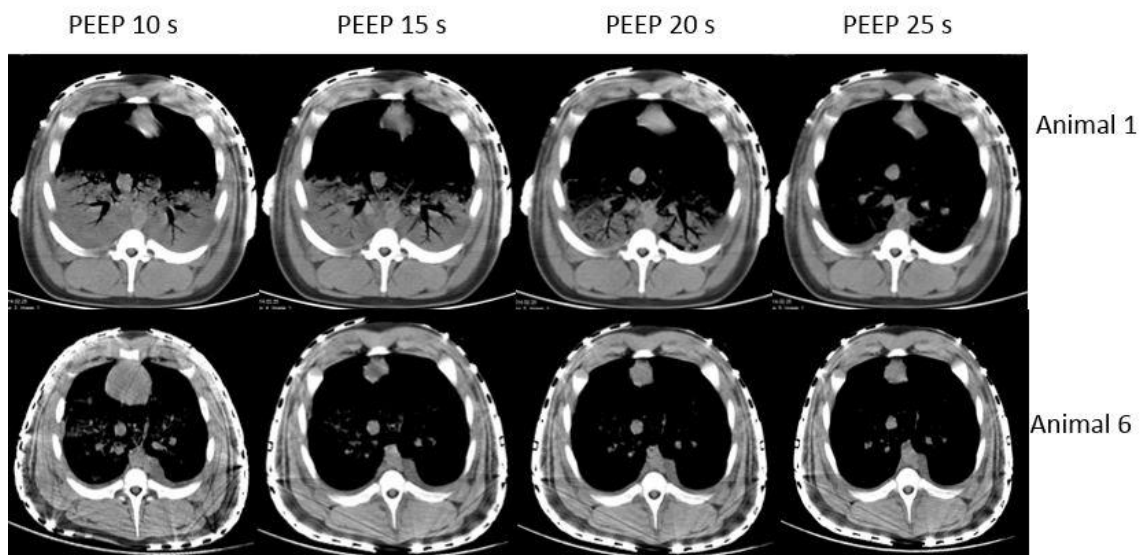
TC dinâmica expiratória correspondentes a MRr 35 dos animais 1 e 6.
